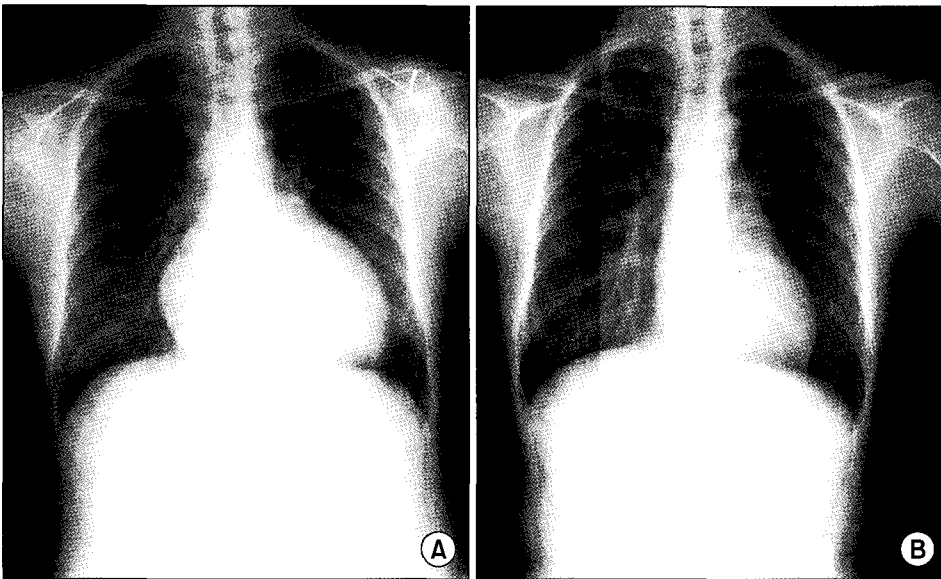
Preoperative and post-operative chest radiographic findings. Cardiomegaly (CT ratio 0.68) was seen preoperatively (A). After transplantation, there is no abnormal finding including heart size (B).
